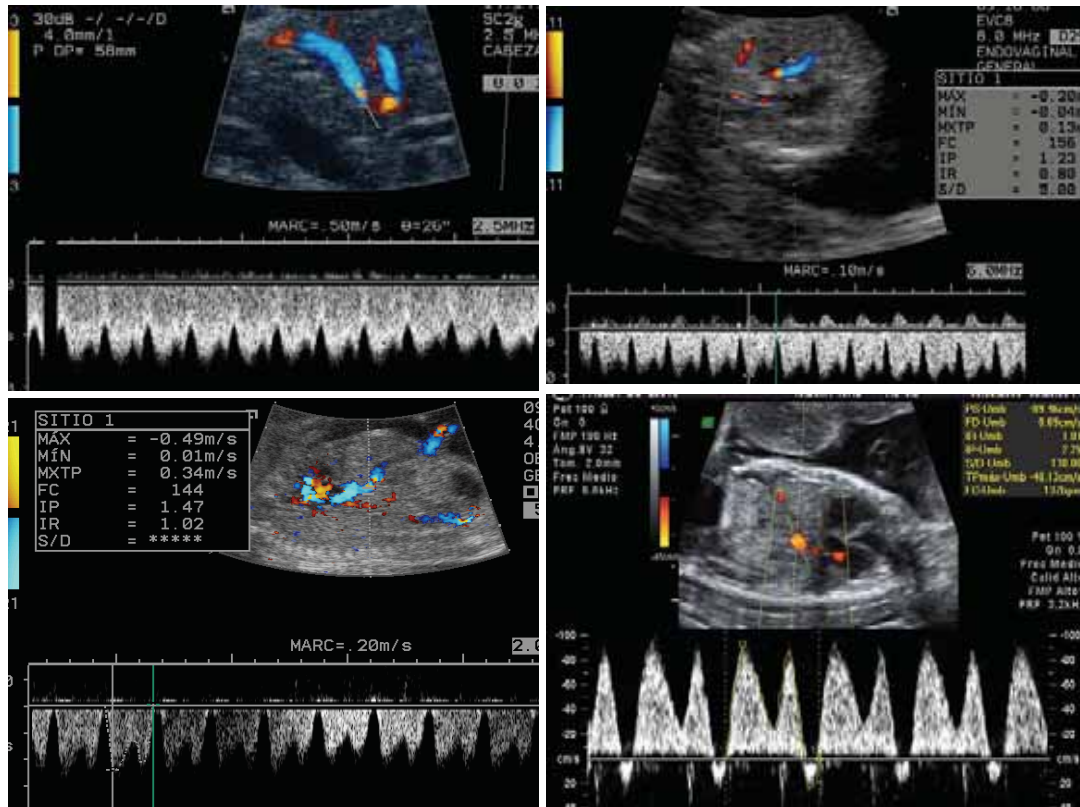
Doppler del DV. OVF (a) normal, (b) IP > percentil 95, (c) flujo ausente a final de la contracción atrial y (d) flujo retrógrado al final de la contracción atrial.
